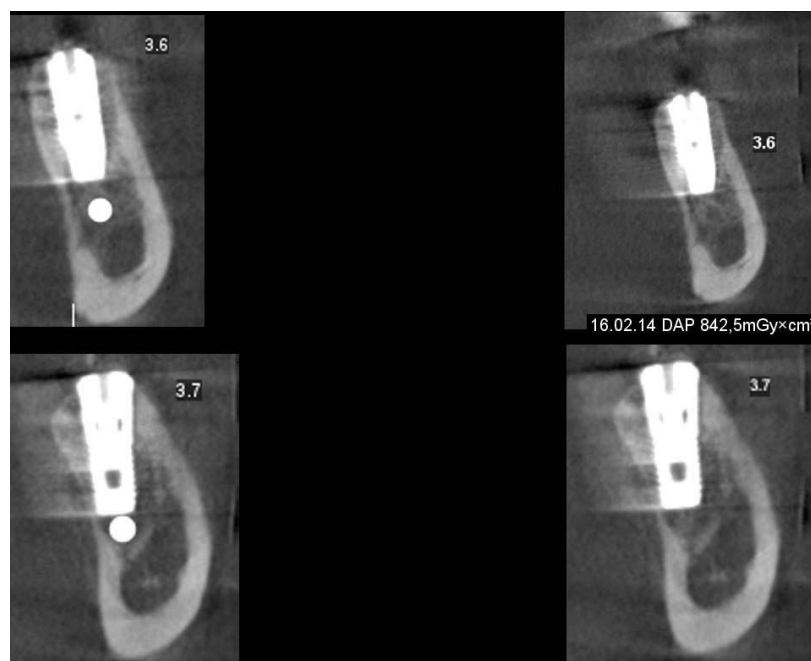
Срезы КТ пациентки К.
